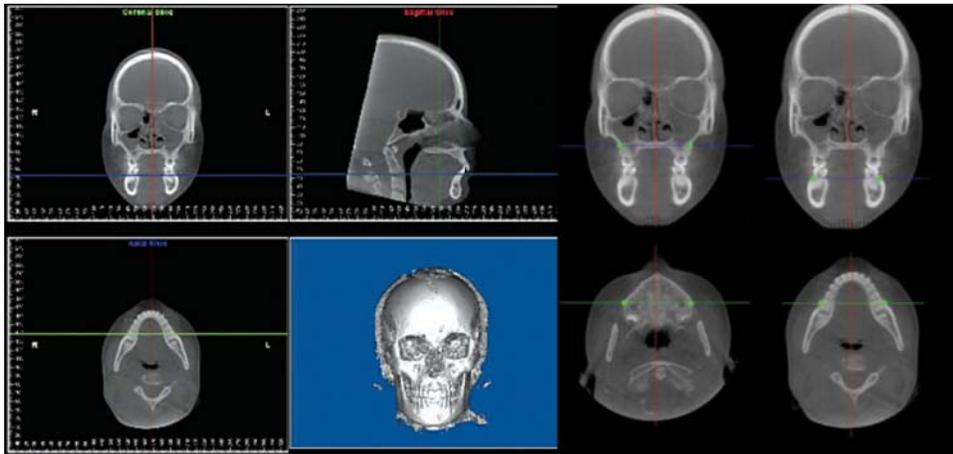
Análisis de tomografía computarizada de haz de cono de la Universidad de Pennsylvania (Penn). Fuente: Tamburrino³⁶
